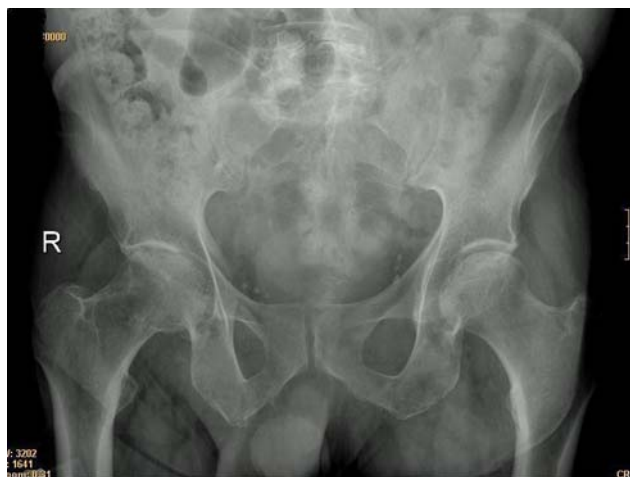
En la radiografía de pelvis inicial se observa estrechamiento del espacio articular y esclerosis subcondral.
